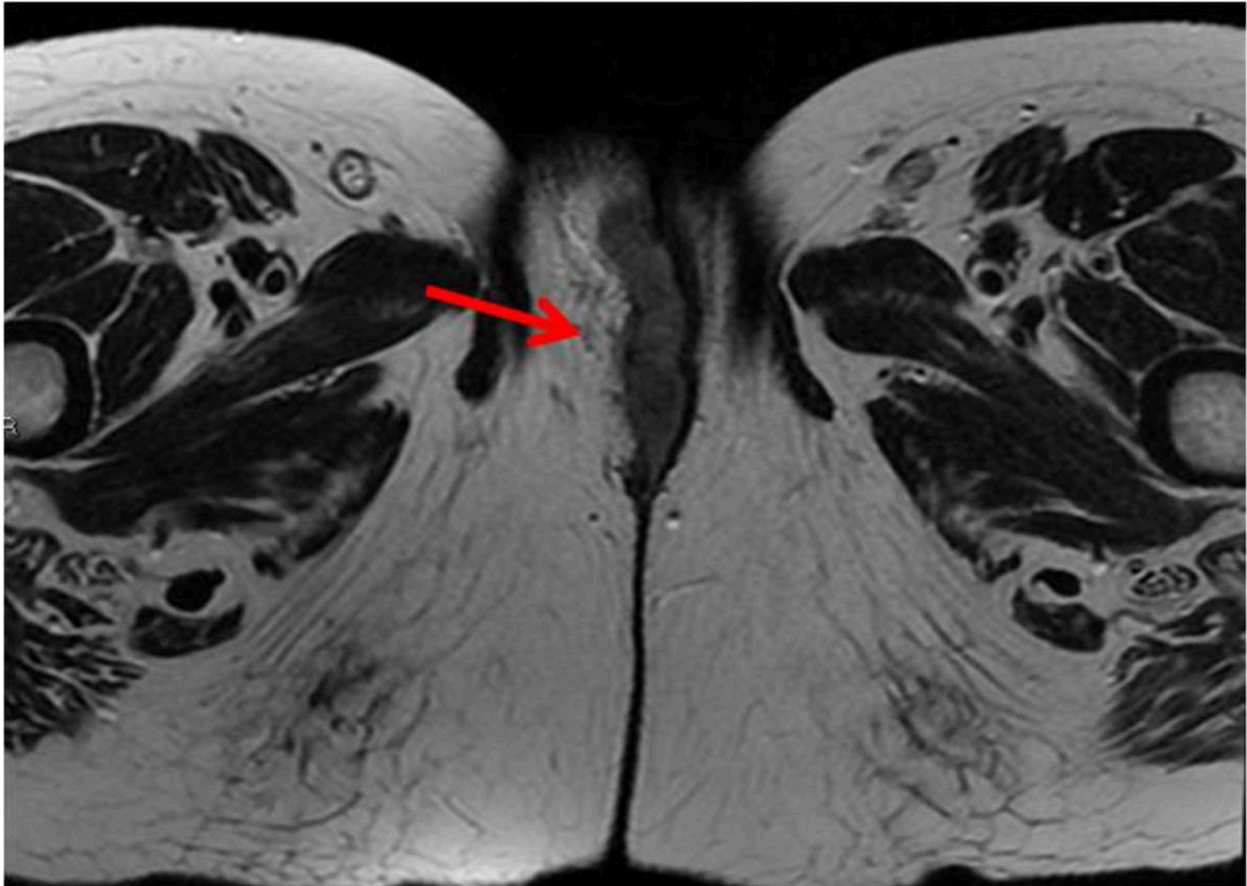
Mujer de 73 años con diagnóstico histológico de ca. epidermoide de vulva. Estudio de estadificación. RM axial potenciada en T2-FSE que muestra una lesión sólida > 2 cm en labio mayor derecho, sin infiltración local ni adenopatías regionales. Correspondería a un estadio II por RM.
